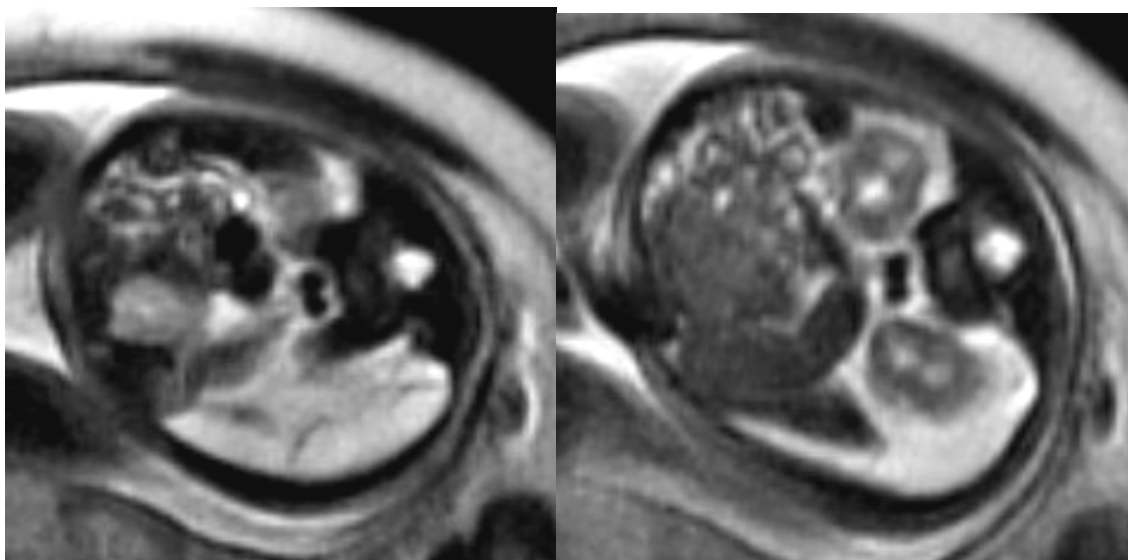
RMN (T2 SSFSE): Linfangioma addominale (30 settimane).
